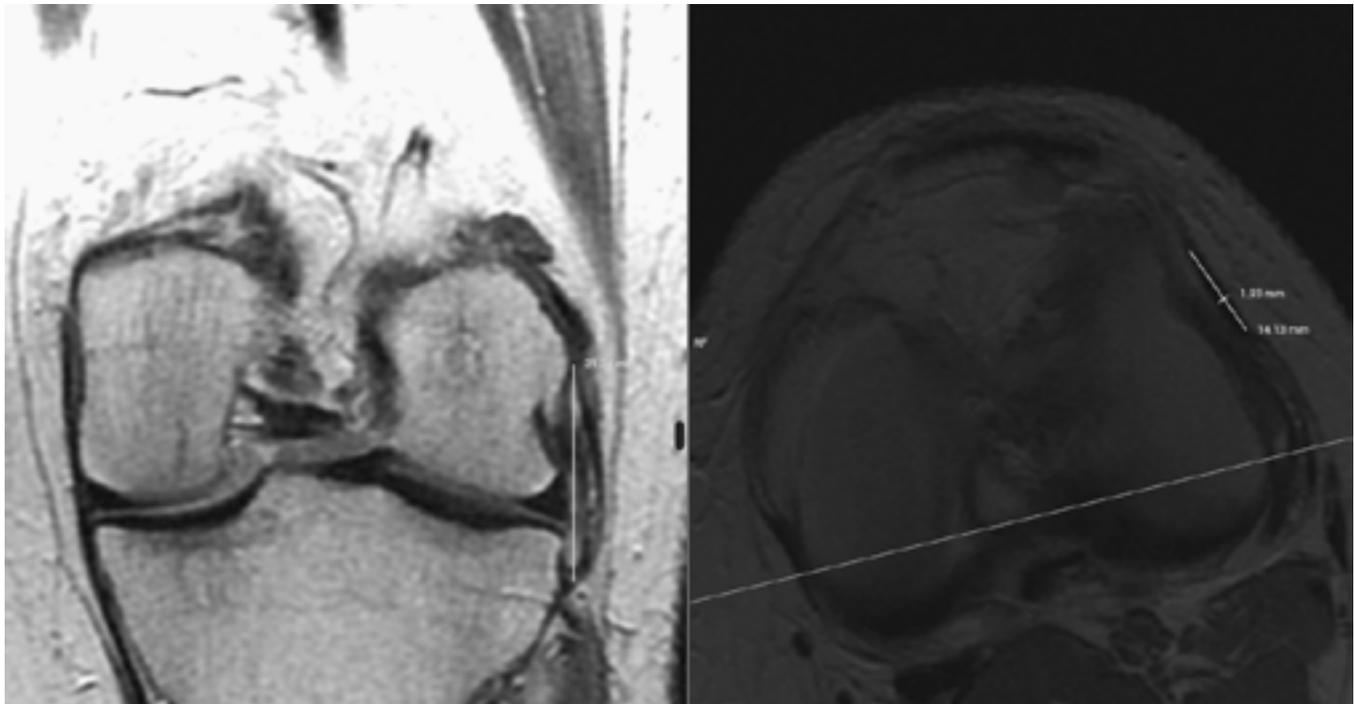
Resonancia Magnetica Nuclear simple de rodilla izquierda. En el corte coronal con ventana en T1 se observa una banda longitudinal que va distal al epicóndilo lateral al tubérculo de Gerdy. En el corte axial sobre el mismo plano se observa una banda, compatible con la misma estructura del plano coronal.
